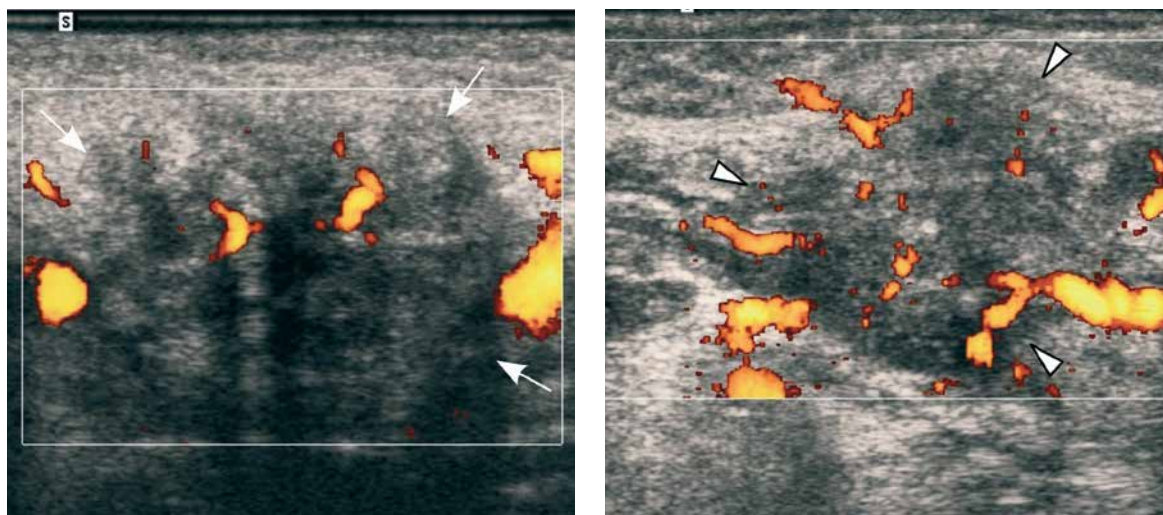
Changes in the view of the submandibular glands in two ultrasound images (power Doppler examination) of two different patients look similar: uneven margins, blurred contours, irregular shape, heterogeneous echogenicity, single flow segments. The inflamed parenchyma of the submandibular gland in the first US image (arrows) and adenoid cystic carcinoma whose infiltration destroyed the entire parenchyma of the salivary gland in the second US image (arrowheads)
